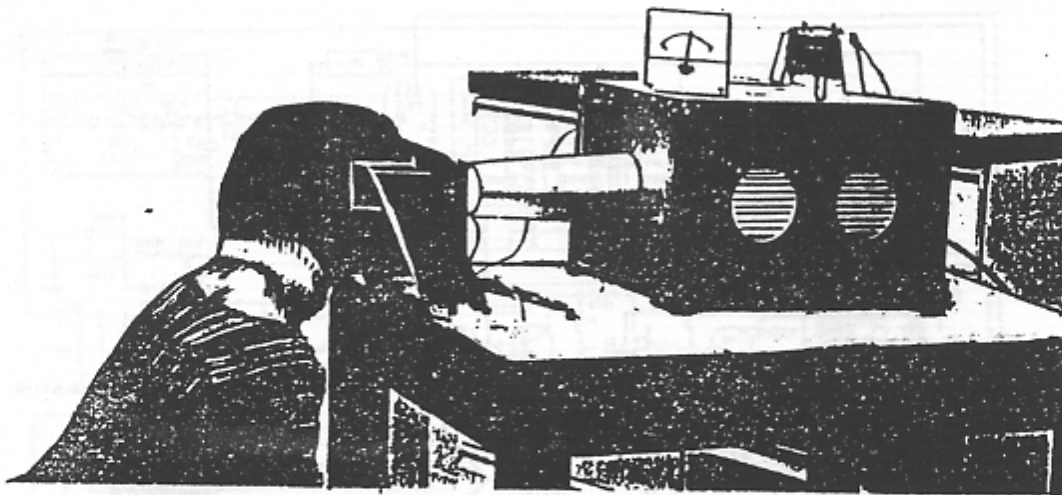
ASPECTO DEL APARATO INSTALADO:
